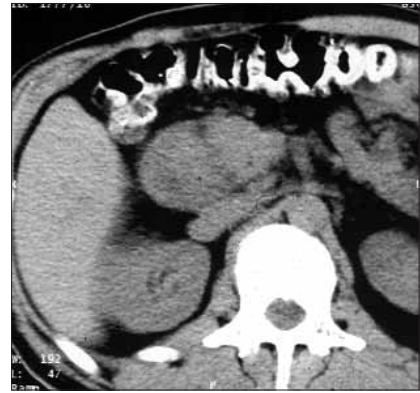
Компьютерная томограмма органов брюшной полости: двенадцатиперстная кишка расширена с резко утолщенными стенками; увеличенные лимфатические узлы корня брыжейки
